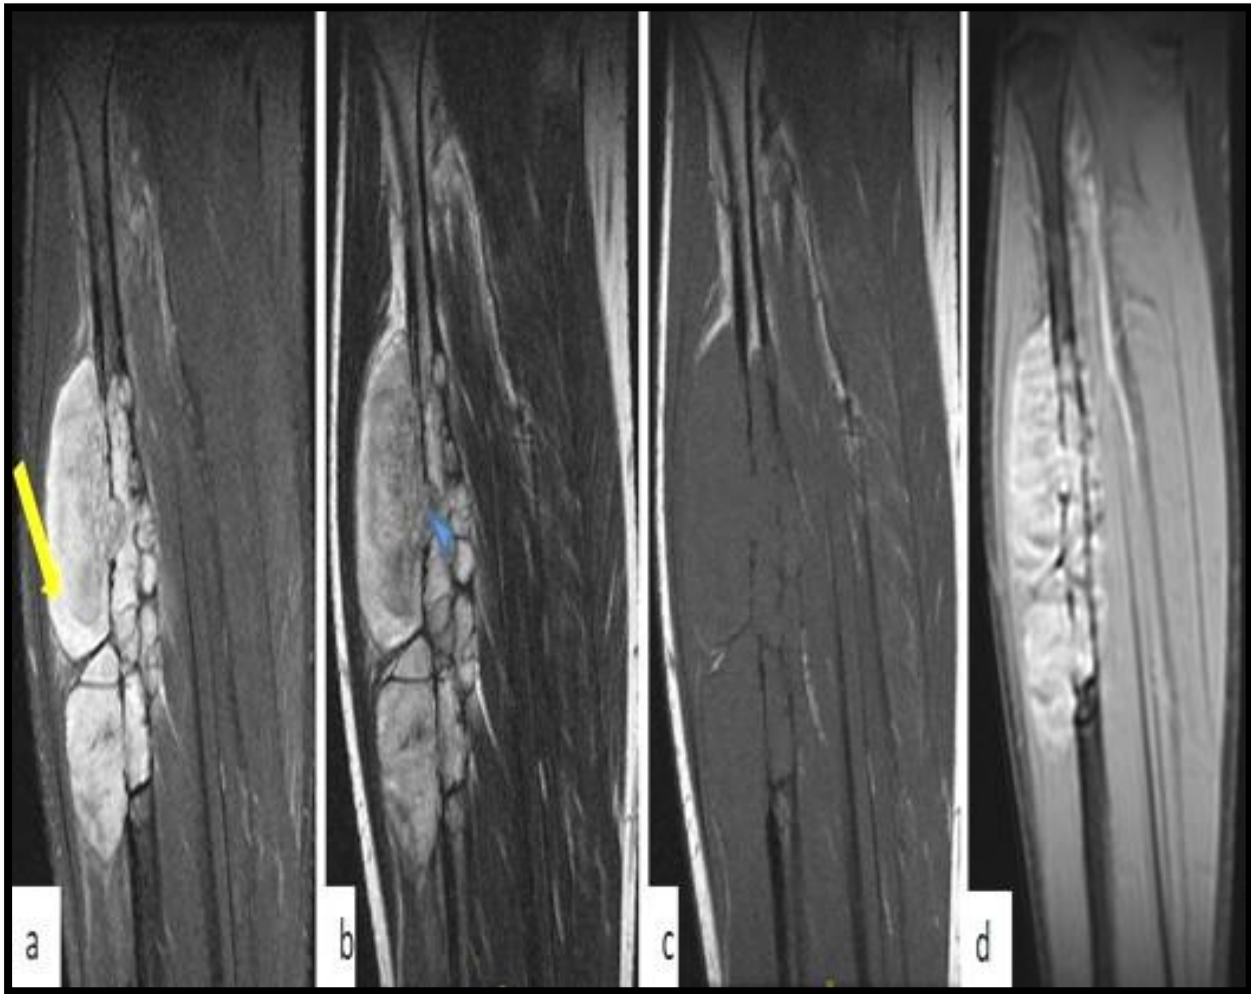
IRM initiale d'un patient atteint d'un sarcome d'Ewing diaphysaire de la fibula droite
